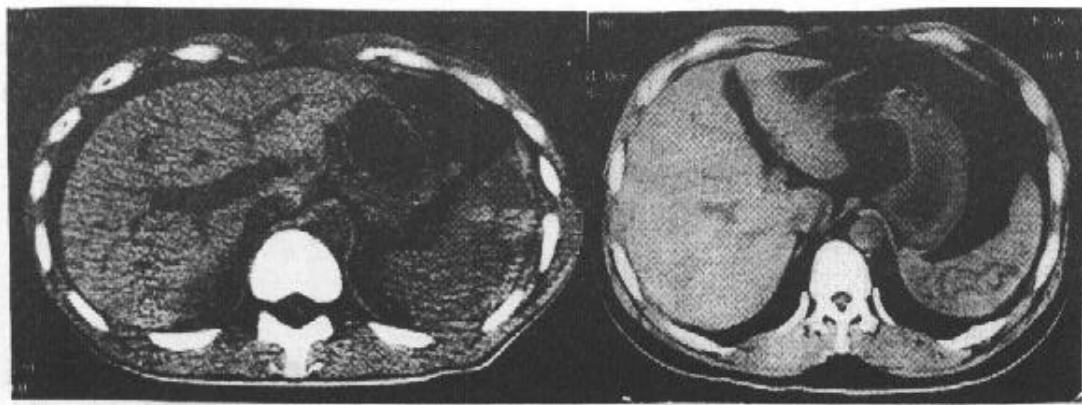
脾挫裂伤: 脾脏密度减低, 有斑片状高密度出血灶, CT 值 58Hu, 肝外缘见新月形低密度影为腹腔积血。
